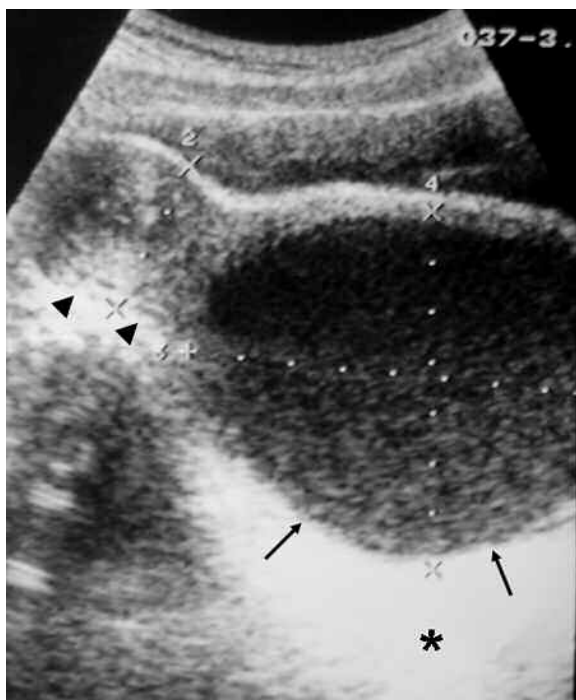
Ecografía transabdominal. Imagen transversal obtenida a nivel vaginal en la que se observa la presencia de voluminosa formación ecogénica, de bordes bien definidos y estructura heterogénea (flechas) por la presencia de múltiples ecos internos. Ésta se encuentra relacionada a cuello uterino homolateral (cabeza de flechas). Nótese importante refuerzo acústico posterior (\*), hallazgos que indican naturaleza líquida.
